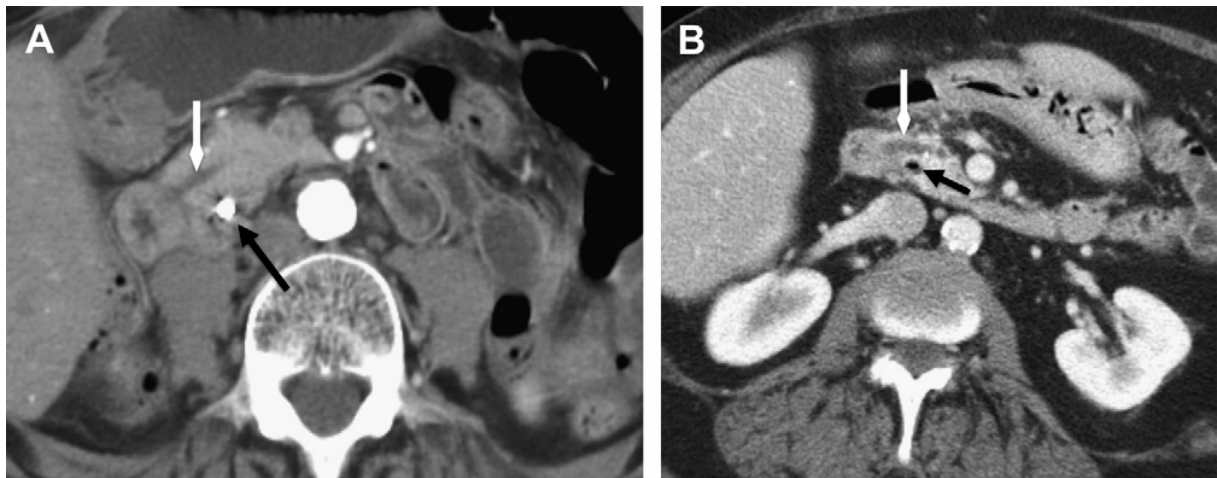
(A)TDM axiale contraste accentué montrant le canal pancréatique principal (flèche blanche), croisant en avant le conduit cholédoque, qui contient un stent (flèche noire). (B)Patient atteint de pancréatite chronique, avec dilatation du canal pancréatique principal (flèche blanche) passant en avant du canal cholédoque (flèche noire). Présence d'une aérobilie secondaire à une sphinctérotomie antérieure[103].
